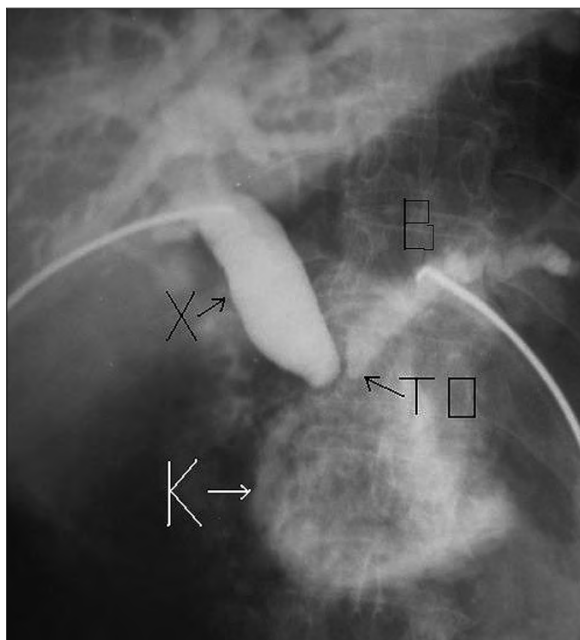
Рентгенограмма. Стеноз терминального отдела вирсунгова протока: Х — холедох; ТО — терминальный стенозированный отдел вирсунгова протока; В — вирсунгов проток; К — киста головки поджелудочной железы
